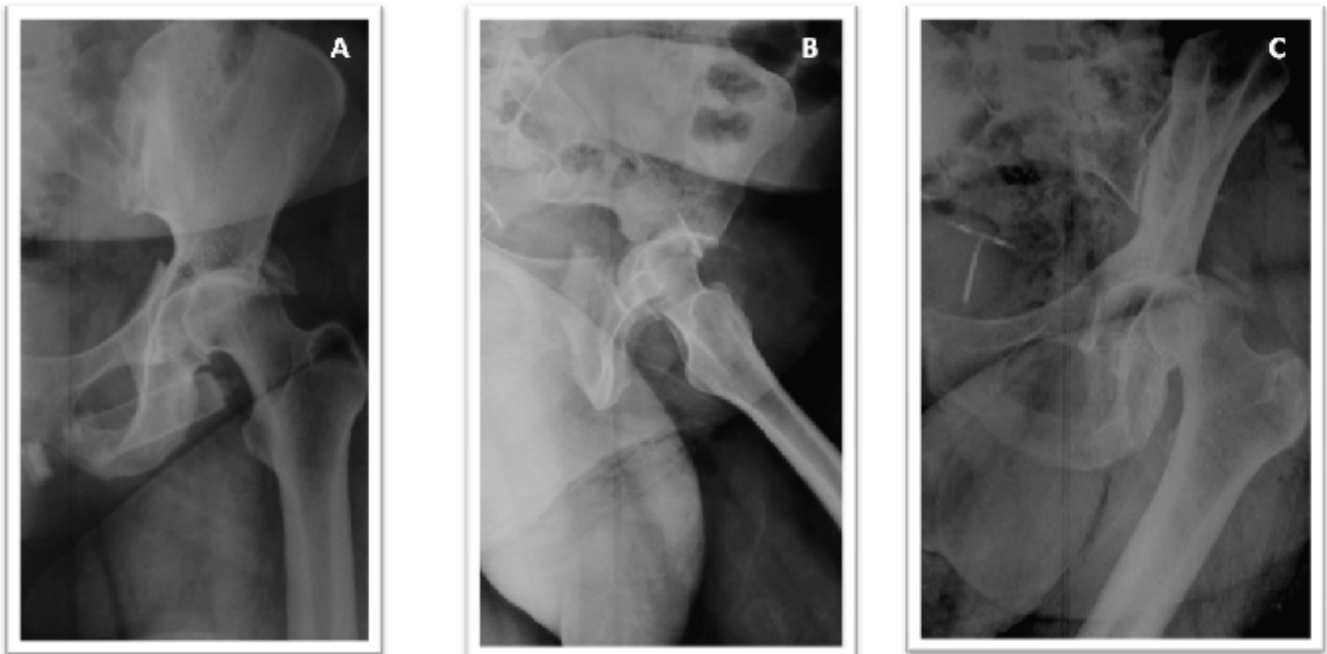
Radiographies standards d'une fracture-luxation d'une hanche gauche:
